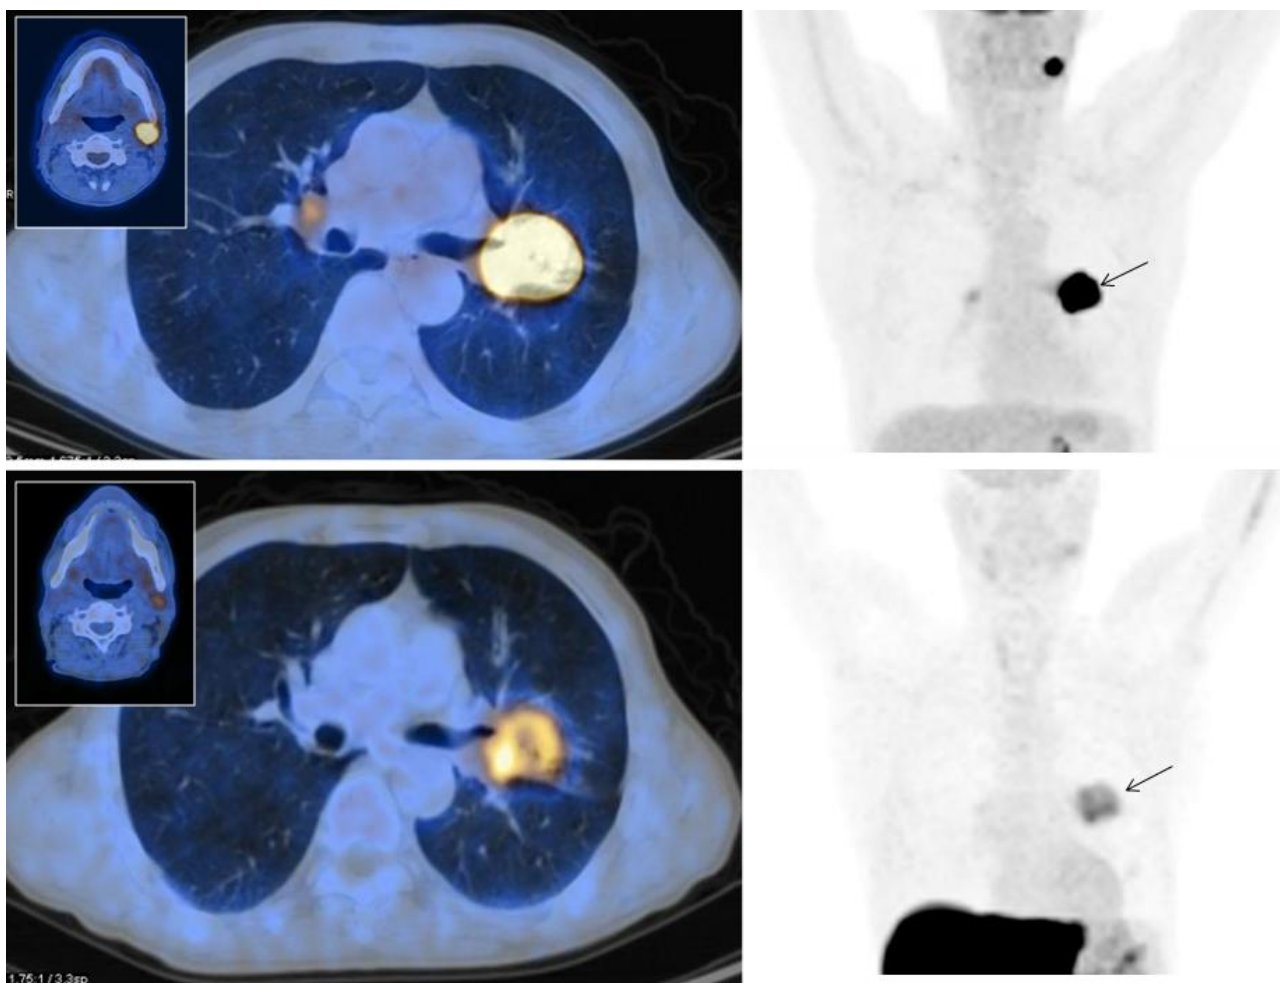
Immagini di un paziente affetto da NSCLC dell'ilo polmonare sinistro allo stadio IIIA studiato con la ^{18}F -FDG PET/CT (immagini in alto) e con la ^{64}Cu -ATSM PET/CT (immagini in basso); in entrambe le indagini la lesione tumorale ha mostrato un'elevata captazione del tracciante (freccette). L'accumulo del radiofarmaco in sede laterocervicale sinistra risulta ascrivibile a tumore di Warthin, caratterizzato da un'elevata captazione di FDG ma con una bassa espressione di ipossia, come visibile alla ^{64}Cu -ATSM PET/CT.
